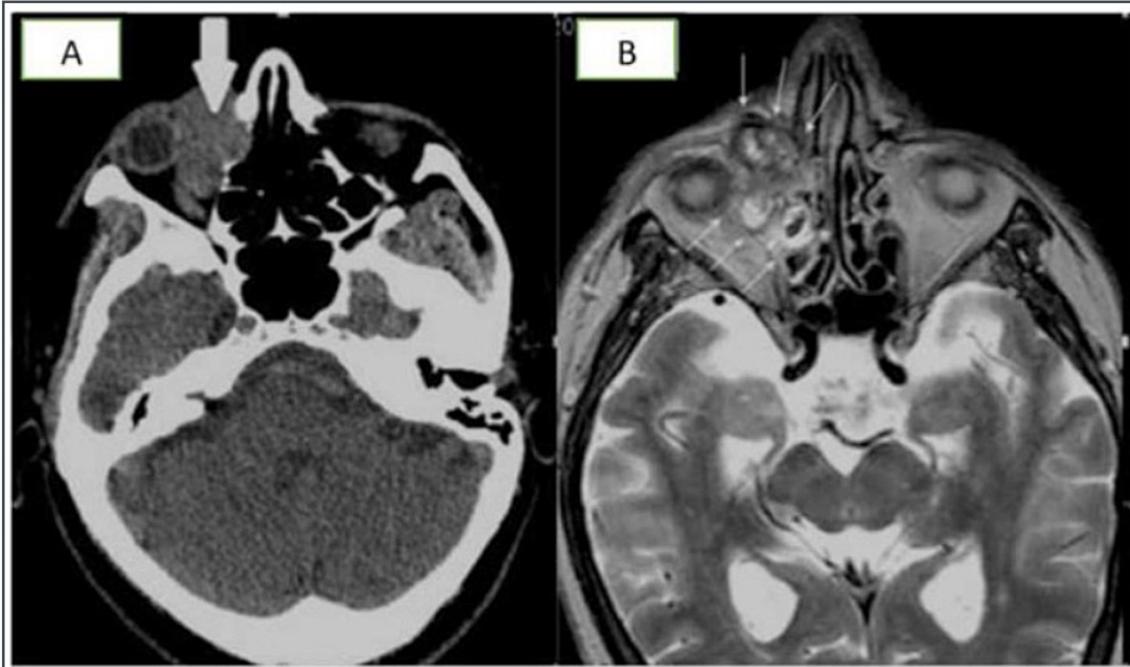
Caso 4. (A) La TC assiale senza enhancement mostra l'erosione ossea della lamina papiracea dell'osso etmoidale. (B) La sequenza assiale T2-pesata mostra una massa extraconale e intraconale (freccie bianche) nell'orbita destra, con iperintensità non omogenea e margini irregolari. La lesione coinvolge il dotto nasolacrimale, la lamina papiracea e le cellule etmoidali anteriori.
